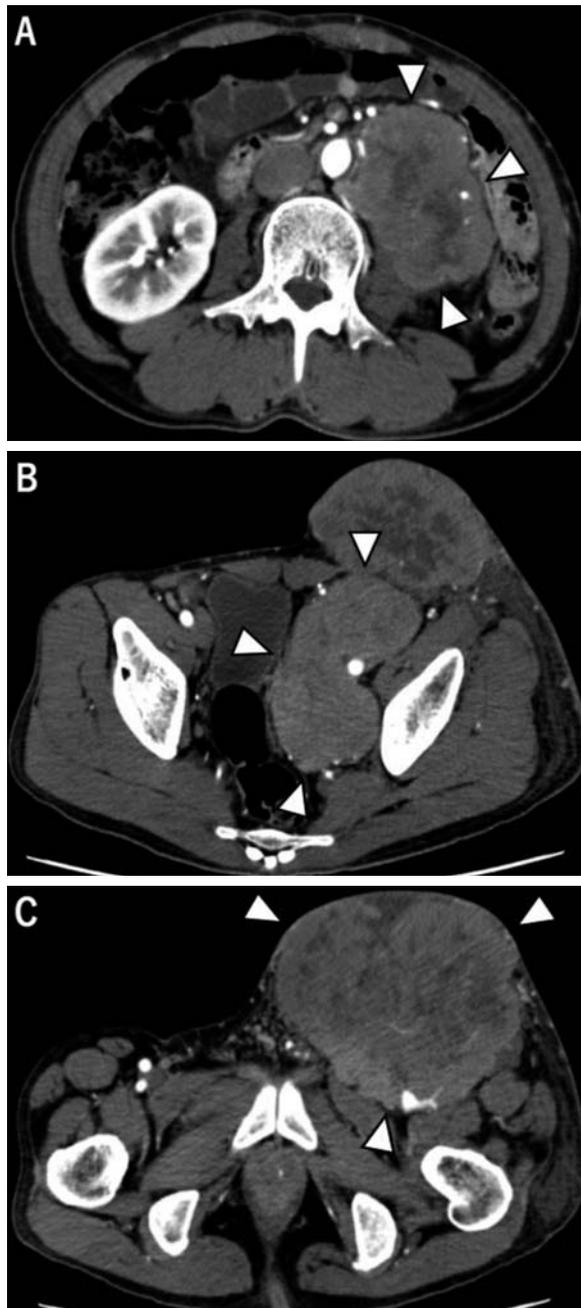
CT scan revealed a retroperitoneal lymph node (A), a pelvic lymph node (B) and a left inguinal lymph node (C).
